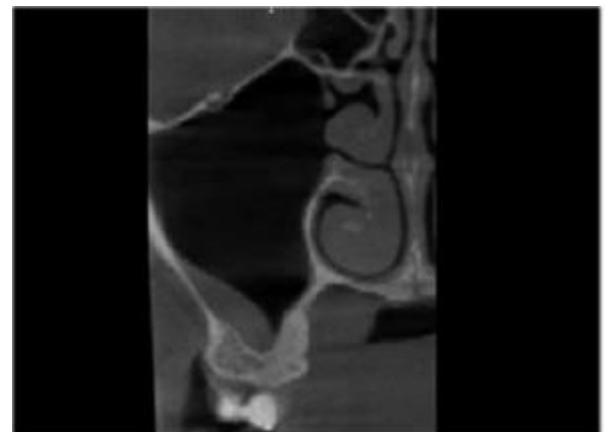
Tomografia computadorizada Cone-Bean. Fonte: os Autores
